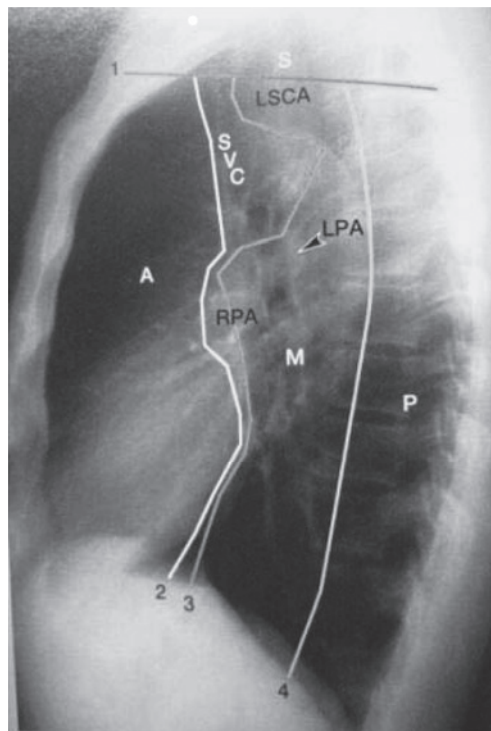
縦隔腫瘍取扱い規約に基づく縦隔区分 胸部単純X線写真側面像への投影
